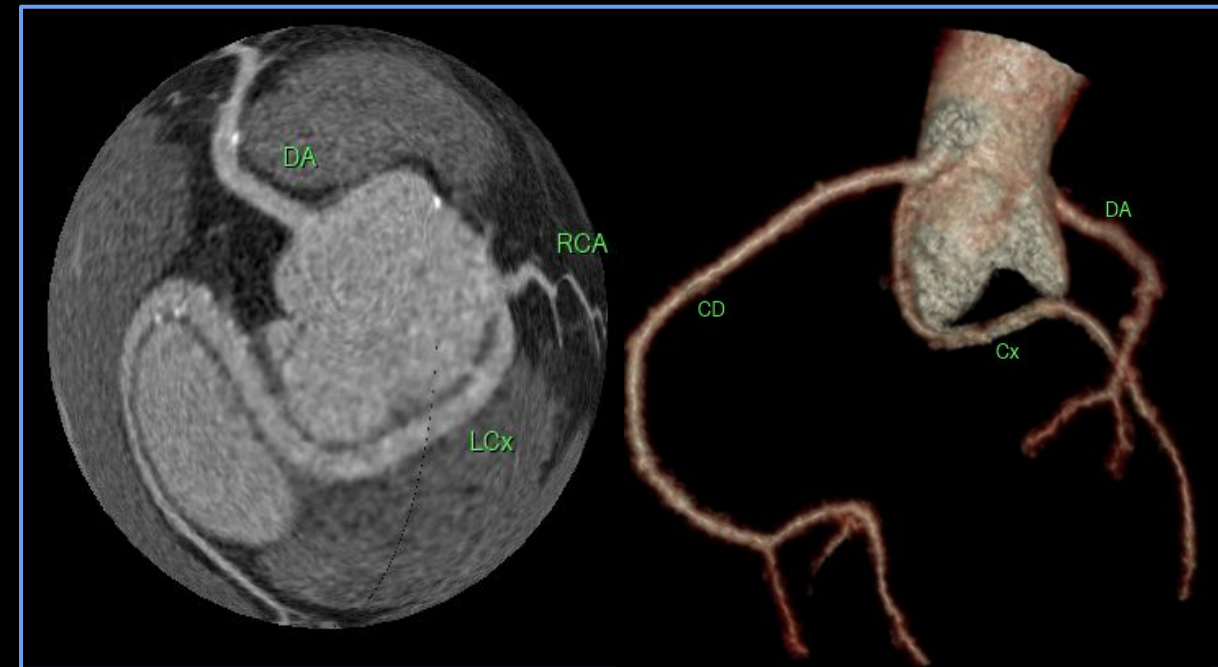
Mujer de 65 años derivada por hallazgo en ECO-Doppler de Signo RAC: TCI retroaórtica con ostium independiente, y ACD del seno de coronario derecho (TCba).
